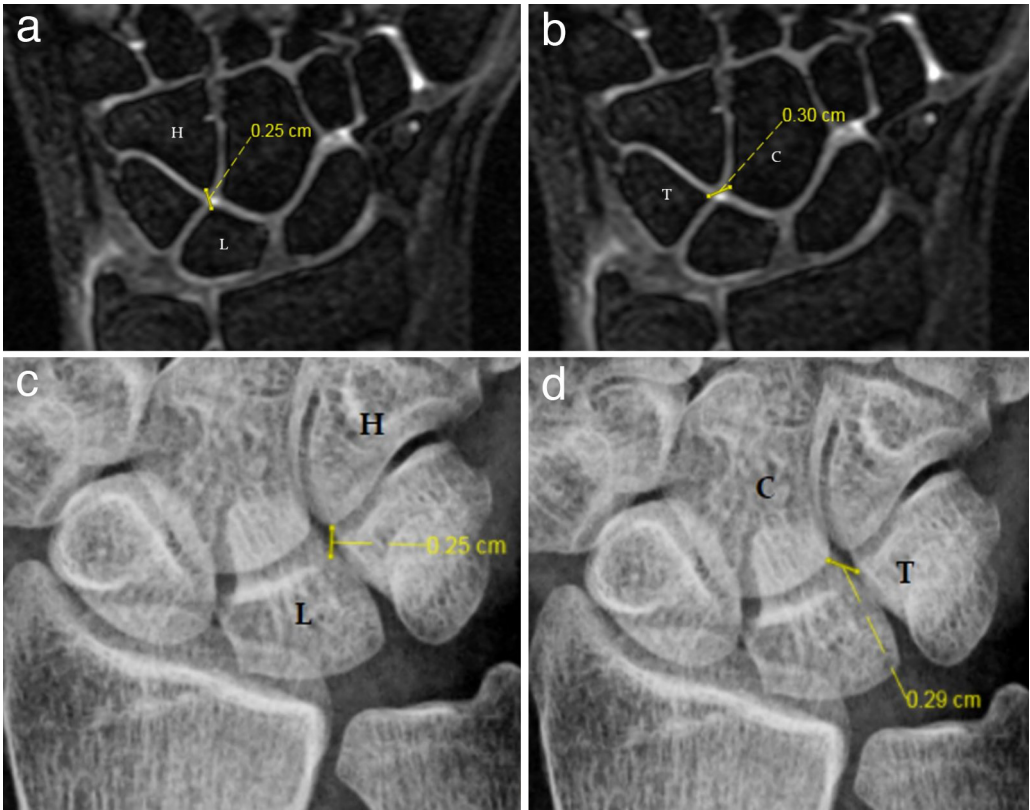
The measurements of lunate (L)- hamate (H) (a) and capitate (C)- triquetrum (T) distances (b) on a 3D-DESS image are shown in a patient with type 1 lunate. Radiographic measurements of lunate (L)- hamate (H) (c) and capitate (C)- triquetrum (T) distances (d) in a patient with type 1 lunate on plain radiograph are shown
